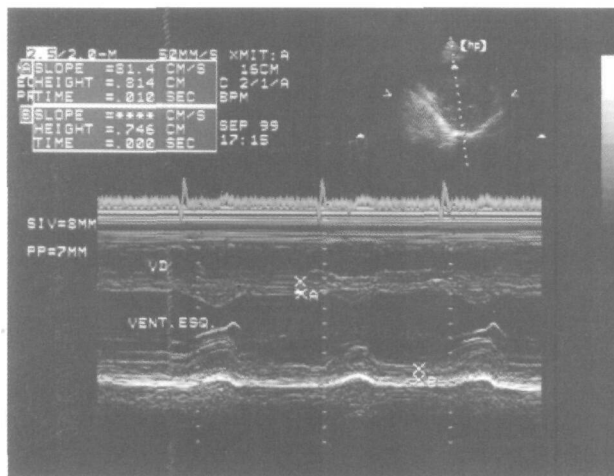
Ecocardiograma modo-M, acesso parasternal, corte transversal do ventrículo esquerdo de um indivíduo normal do grupo controle.
